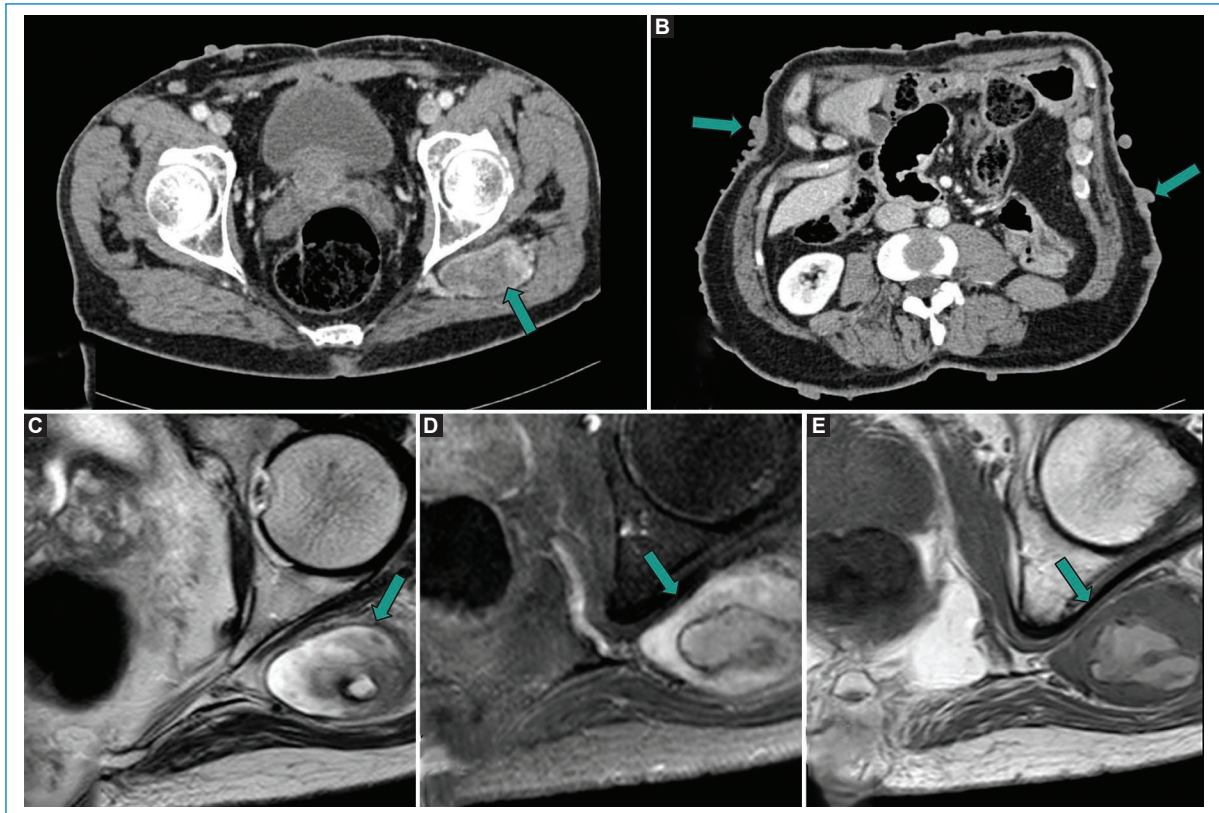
Varón de 66 años. Tomografía computarizada de abdomen: se observa una lesión heterogénea con realce sugerente de originarse en el nervio ciático izquierdo (A) y múltiples neurofibromas cutáneos (B). Resonancia magnética de pelvis: lesión dependiente del nervio ciático con alta señal en T2 (C), realce en T1 con contraste (D) y una región central de alta señal T1 sugerente de necrosis (E). Diagnóstico histológico de tumor maligno de la vaina nerviosa.
